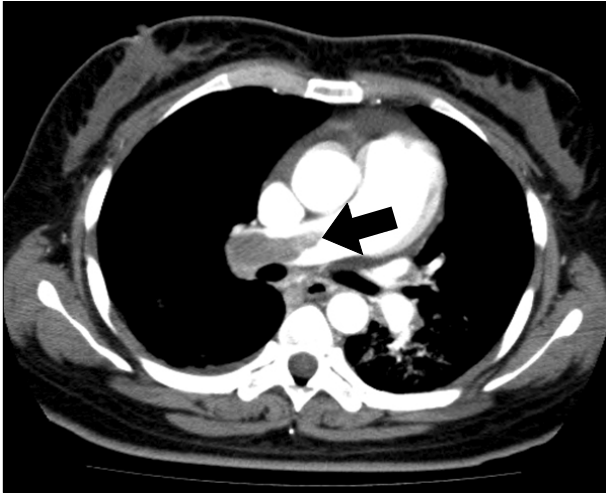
Computed tomography shows thrombus (arrow) in pulmonary artery.
